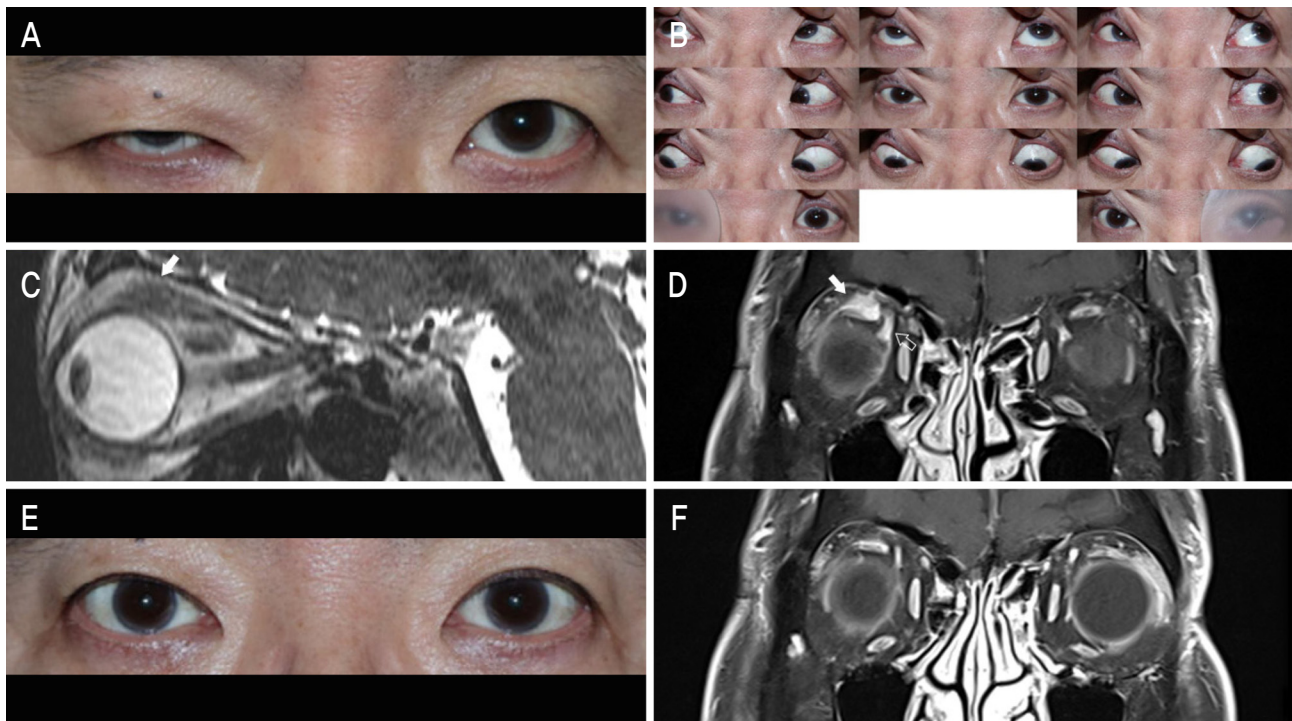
Images showing ptosis of right upper eyelid (A), and normal eye movements in nine-gaze photographs (B). Sagittal T2 magnetic resonance imaging (MRI) of orbit shows thickening of levator palpebrae superioris near the eyeball, and enlarged anterior muscle belly and thickened tendon of the superior rectus (arrow, C). Coronal fat-suppressed gadolinium-enhanced T1 MRI of orbits shows discrete enhancement of the right levator palpebrae superioris and superior rectus muscle (filled arrow, D), and dilation of superior ophthalmic vein (blank arrow, D). Four weeks later, complete resolution of ptosis was observed (E), and 2 months later, follow-up MRI image shows levator palpebrae superioris and superior rectus muscle to be returning to normal (F).
